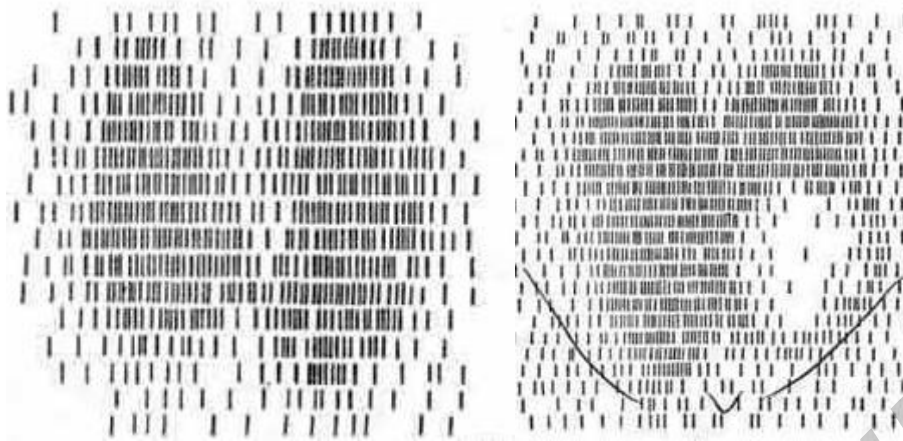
Гамма-томограммы щитовидной железы:
